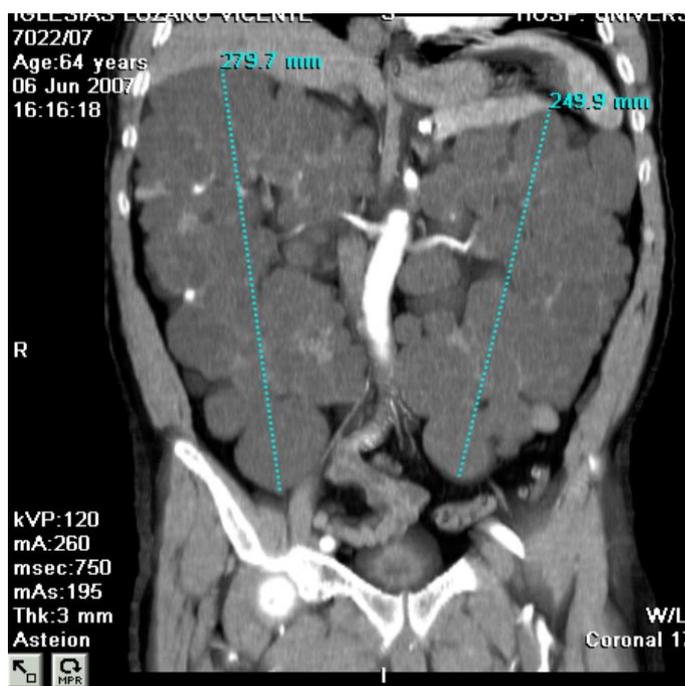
Ecografía de paciente con PQRAD. Los riñones llegan hasta la pelvis. Hay innumerables quistes, algunos de los cuales están complicados, que reemplazan el parénquima normal.
